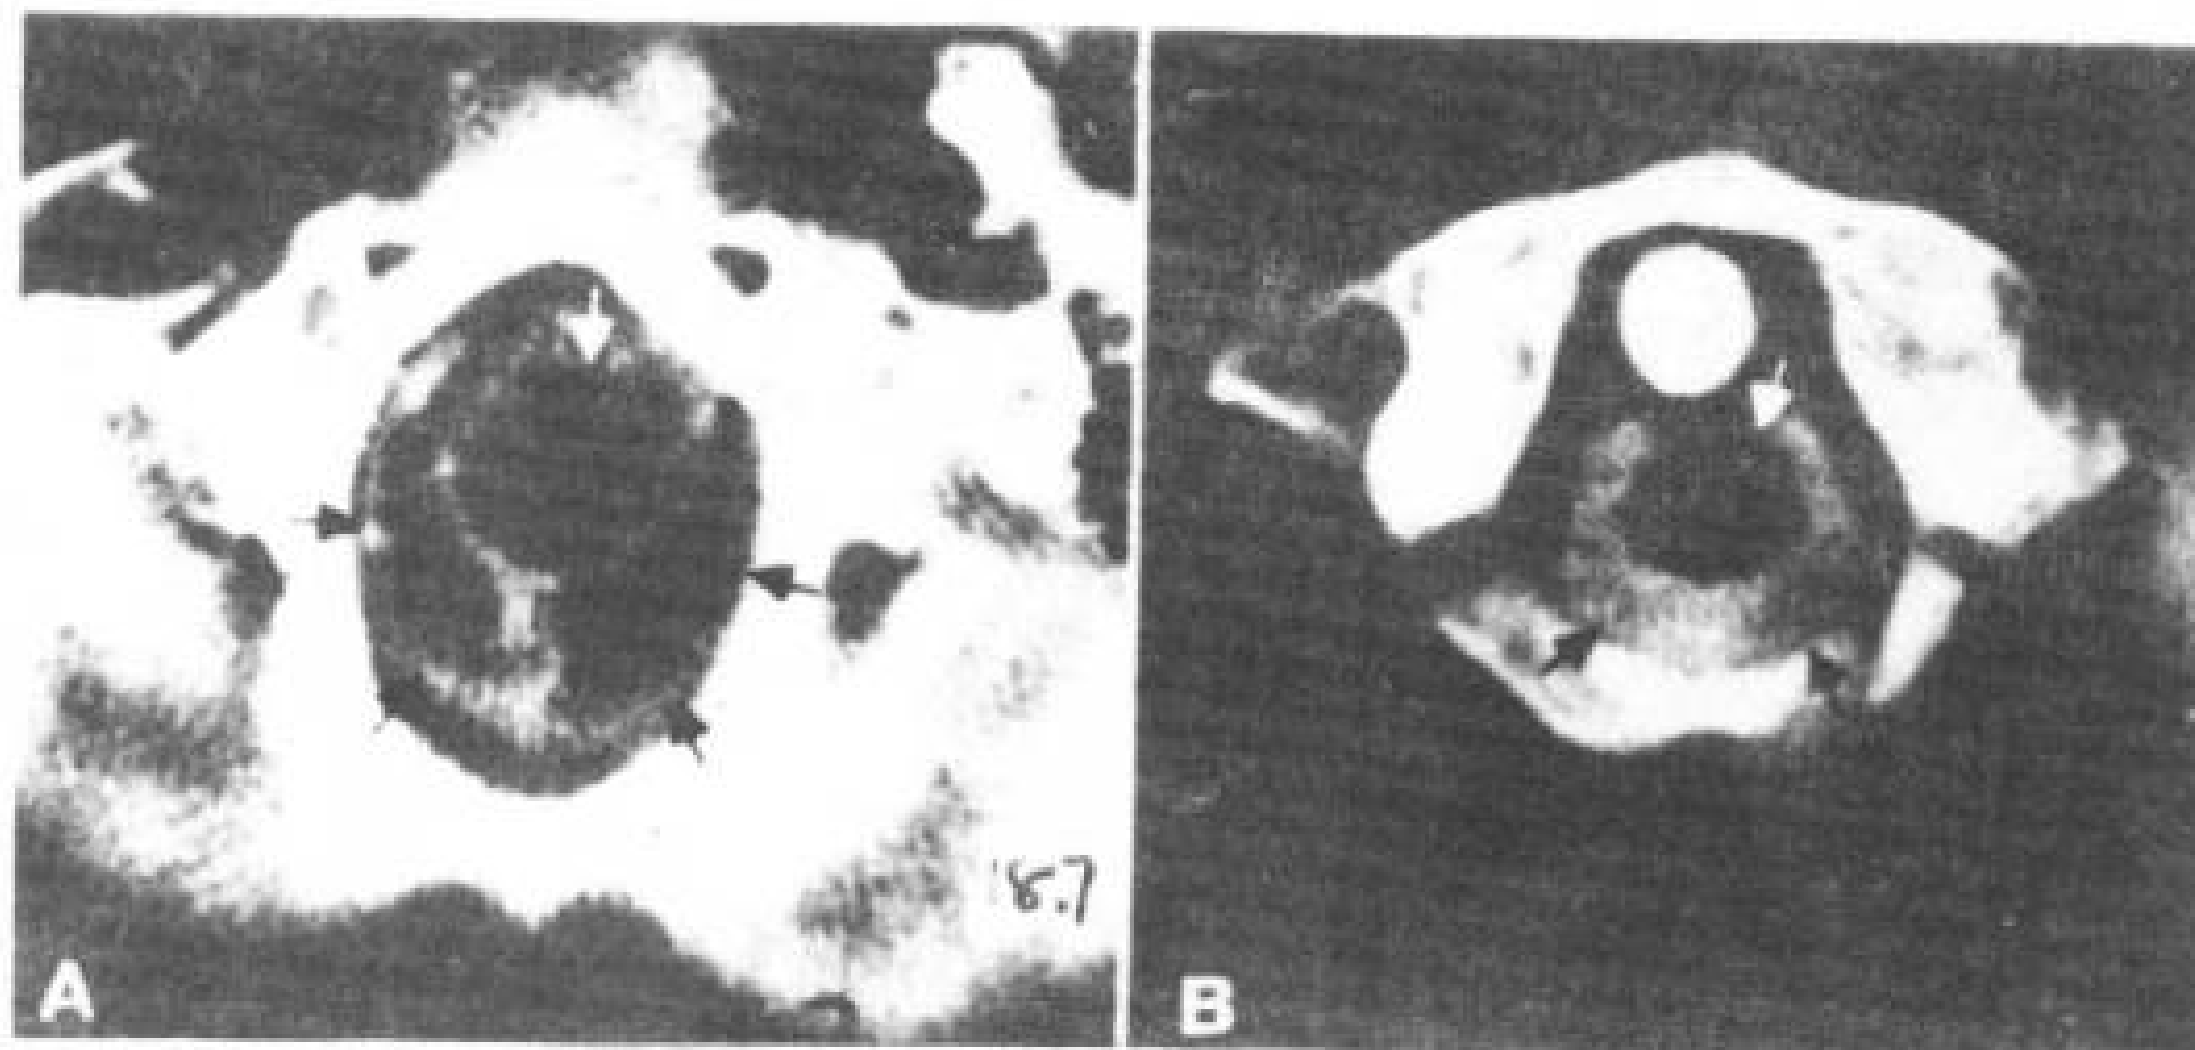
轻型 Chiari I 畸形。15 岁, 女孩, 增强脊髓 CT。
